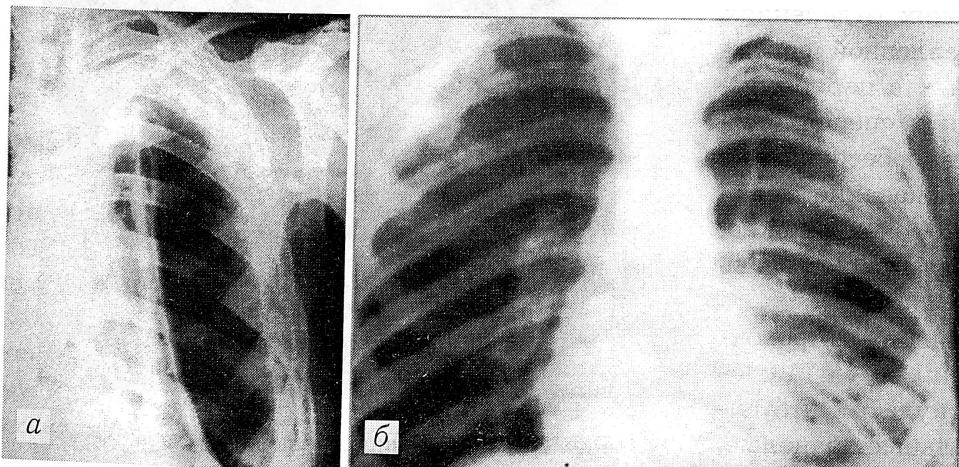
Рентгенограммы раненого с проникающим ранением левой половины грудной клетки.
